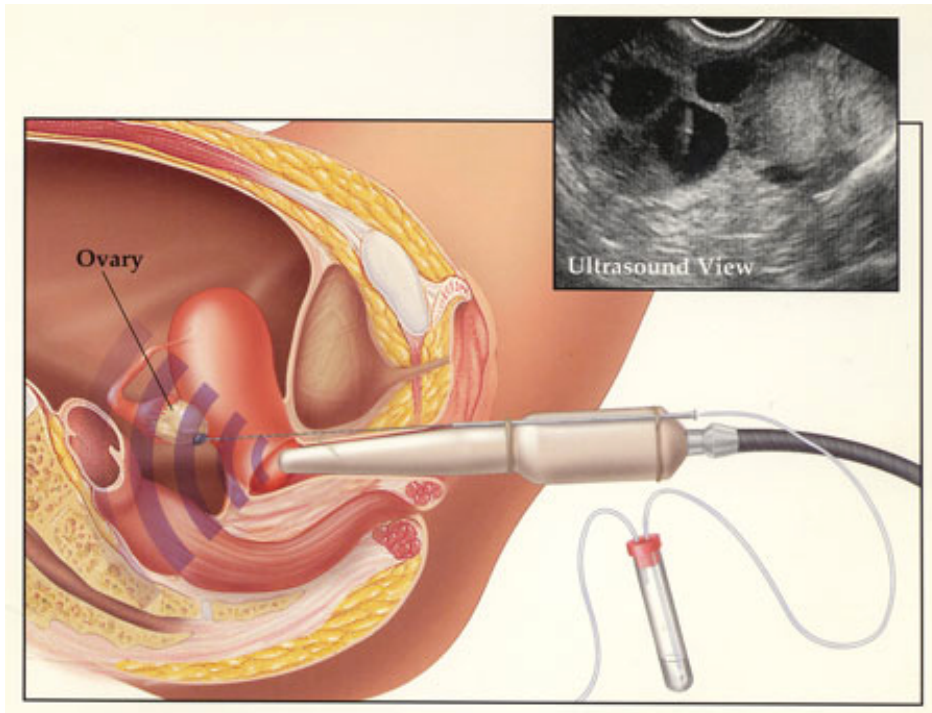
Sonographisch gesteuerte Follikelpunktion nach ovarieller Stimulation.
